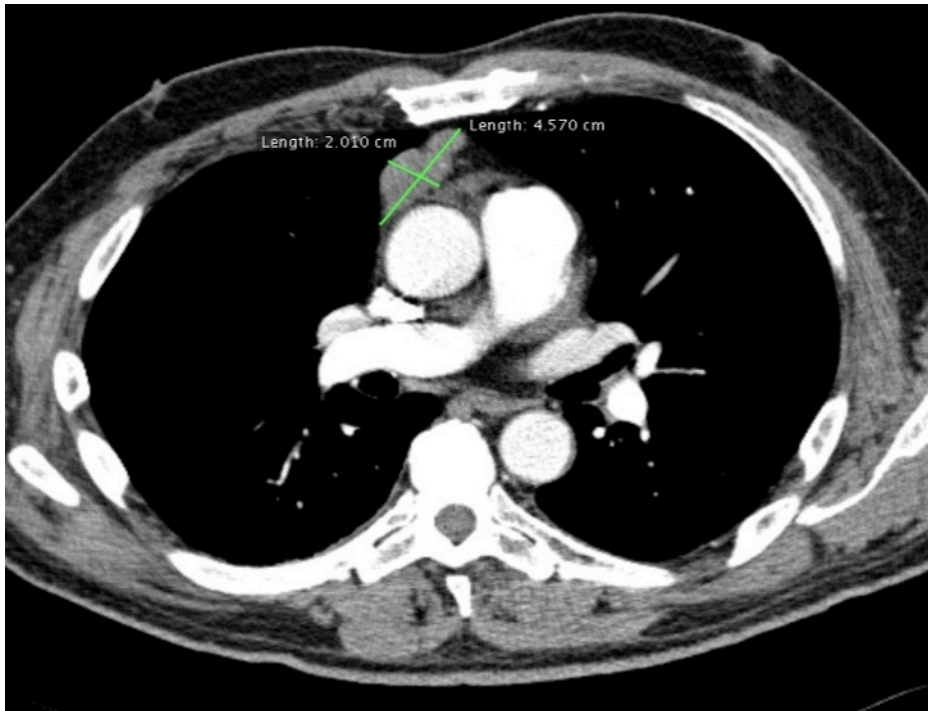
CT-Darstellung einer mediastinalen Raumforderung von 4.5 x 2 cm
